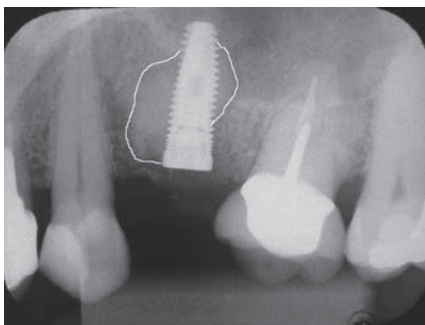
15. Рентгенограммы случая 2 через 30, 60, 120 и 180 дней после операции
